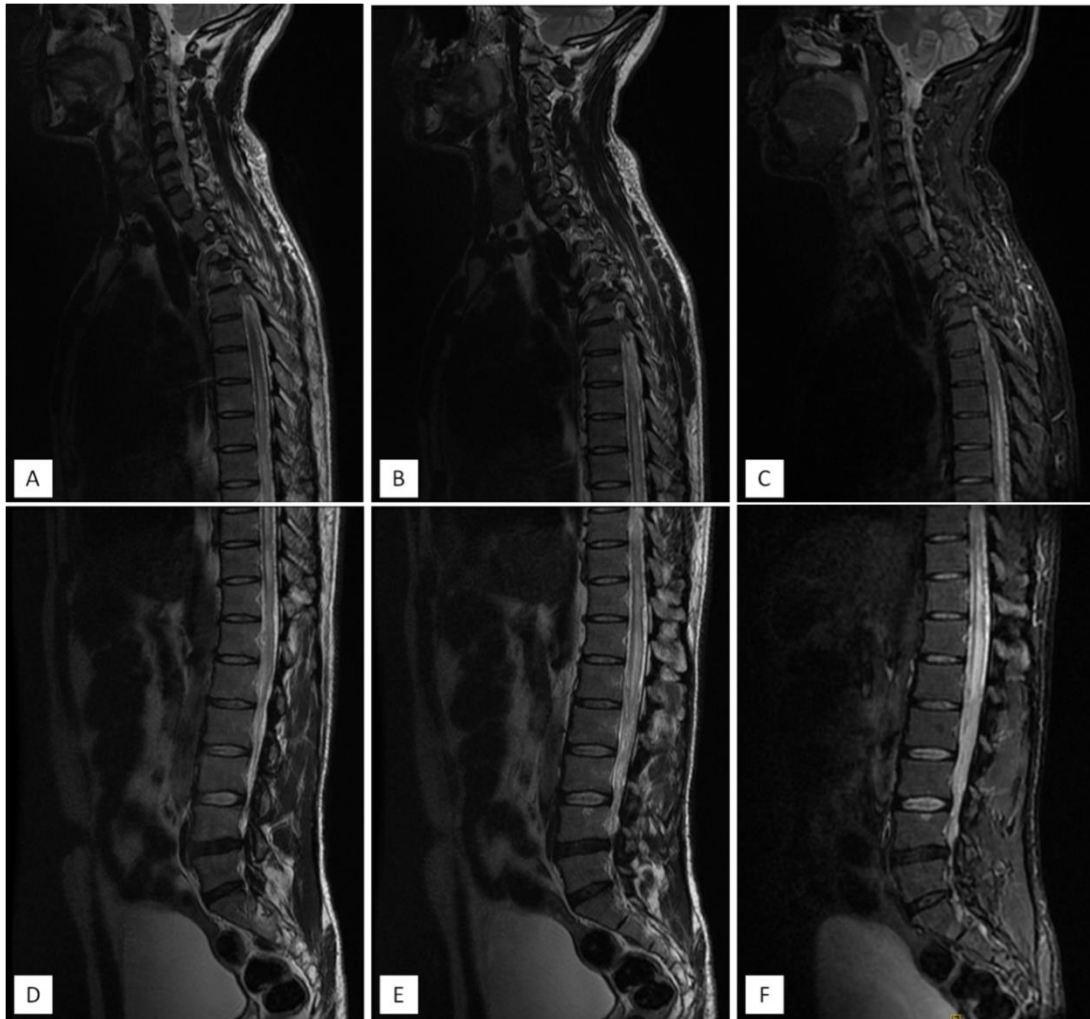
L'IRM médullaire objective la présence d'un hypersignal T2 de la moelle étendue depuis T4 jusqu'à L1 (jusqu'au cône), il s'y associe des hyposignaux punctiformes dans les espaces liquidiens péri-médullaires en rapport avec des veines sous arachnoïdiennes dilatées, et faisant suspecter une malformation vasculaire.
